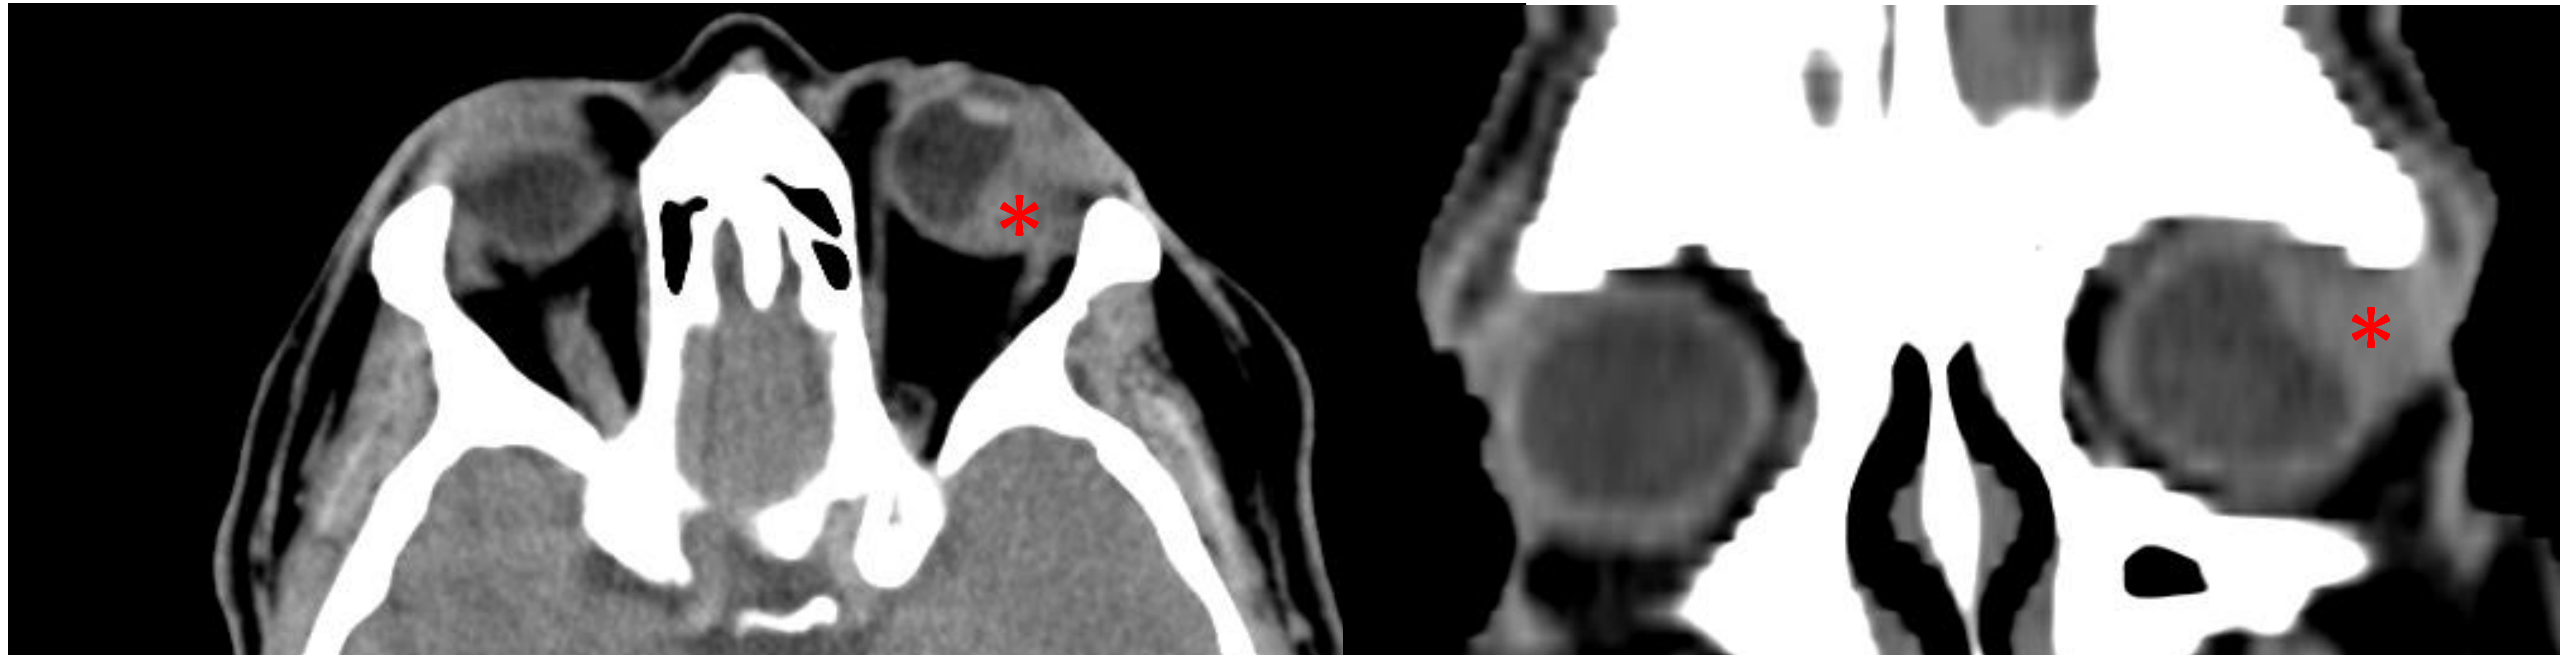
Corte axial de TC craneal sin contraste con reconstrucción coronal. Se aprecia una masa de partes blandas (*) en pared lateral externa e inferior del globo ocular izquierdo introduciéndose en la órbita y contactando con el recto externo.
